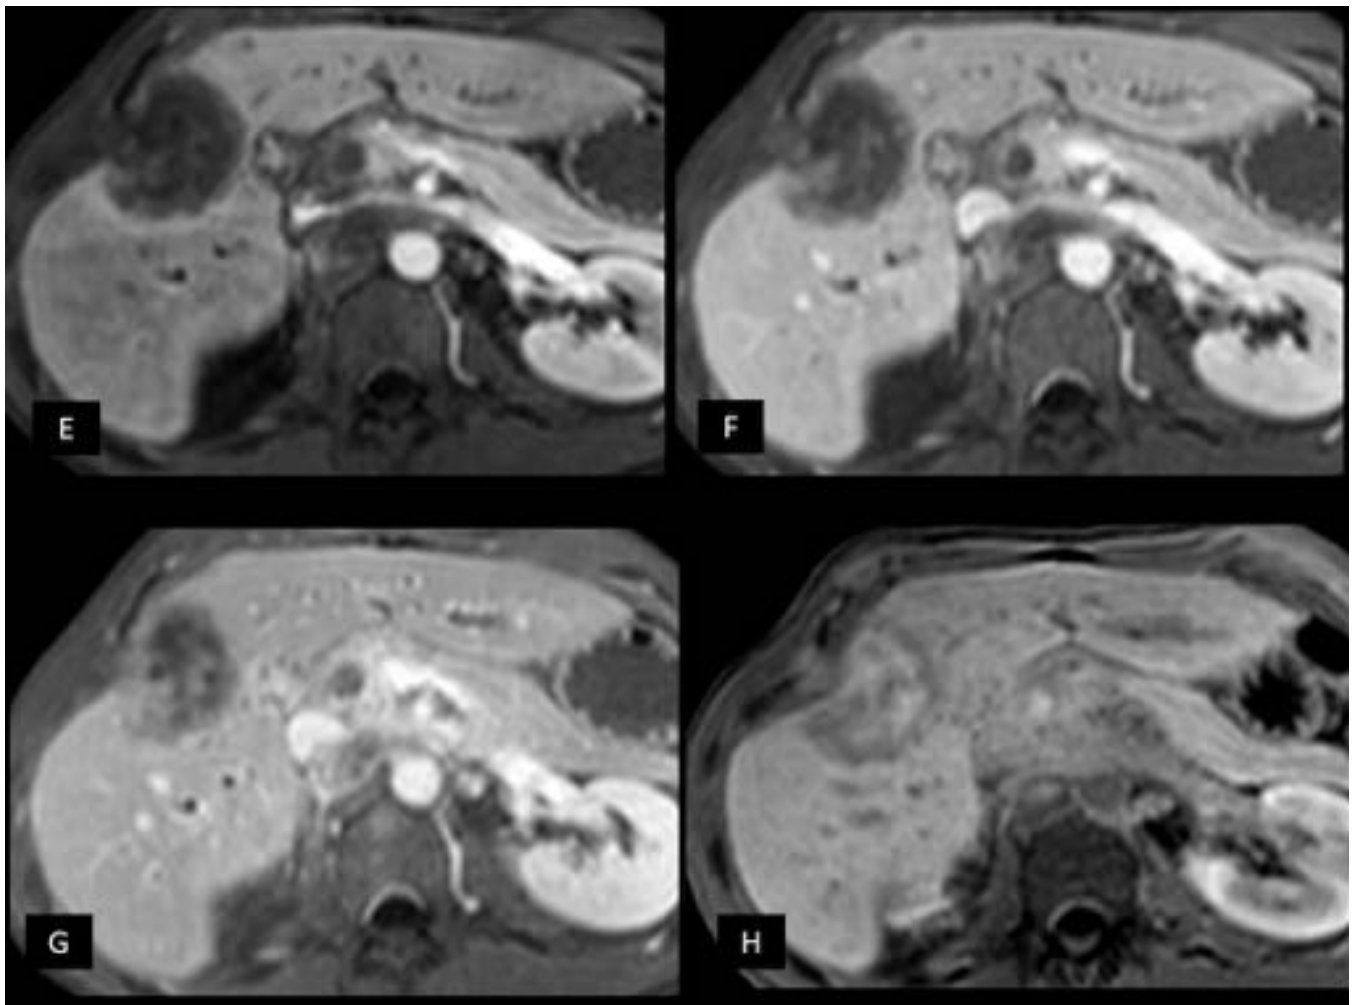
CC intrahepático de crecimiento expansivo. Imágenes de RM T1 con contraste en fases arterial (E), portal (F), de equilibrio (G) y tardía (H) donde se observa el realce realce centrípeto heterogéneo y progresivo de la lesión.
